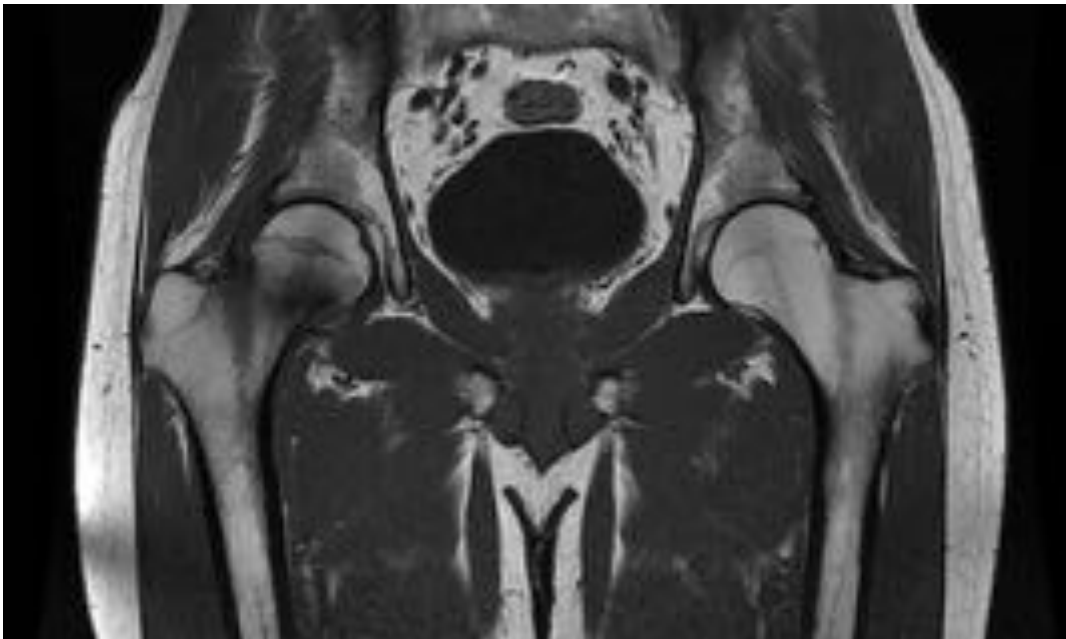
RM coronal T1 que muestra alteración de la señal con marcada hipointensidad del hueso medular en el margen medial del cuello femoral derecho sugerente de edema, sin claro trazo de fractura.
